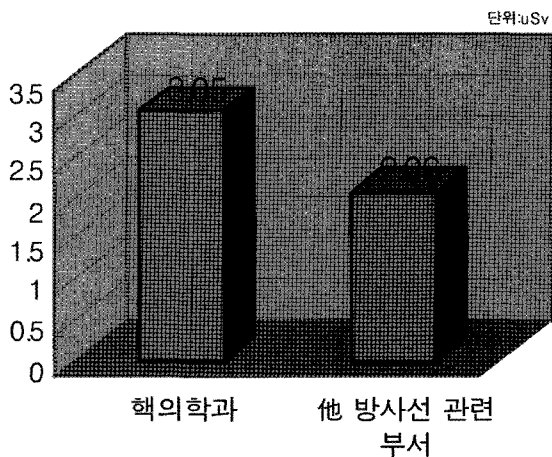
방사선 관련 종사자의 개인별 피폭선량
